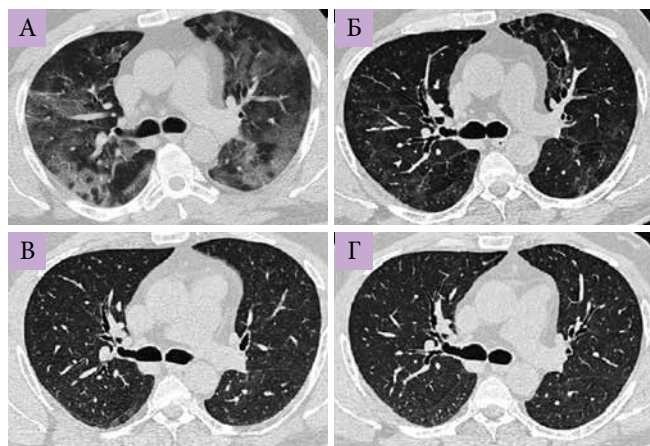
Пациент с КТ-4. Аксиальные срезы (КТ) на уровне бифуркации трахеи: во время лечения (А), через 1 (Б), 3 (В) и 6 (Г) месяцев. КТ-динамика в виде полного регресса симптома «матового стекла»
